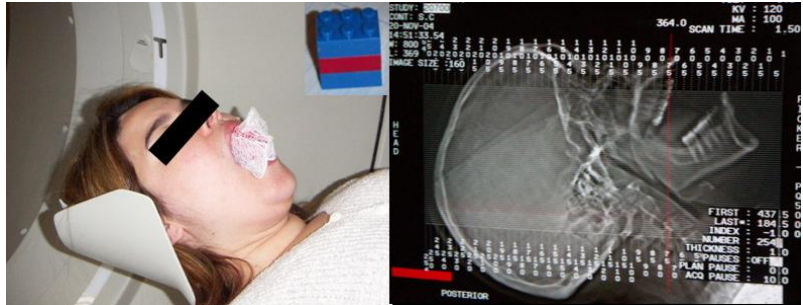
A voluntária manteve a boca aberta durante a tomografia computadorizada por raios X.
